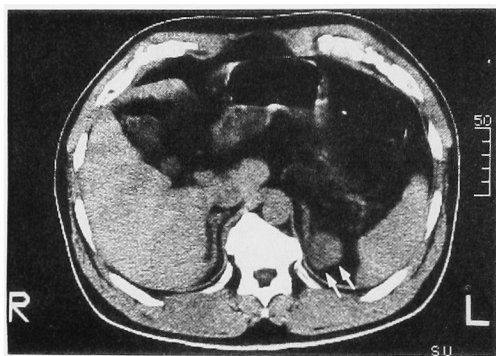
A computed tomography (CT) demonstrated left adrenal mass (arrows).
